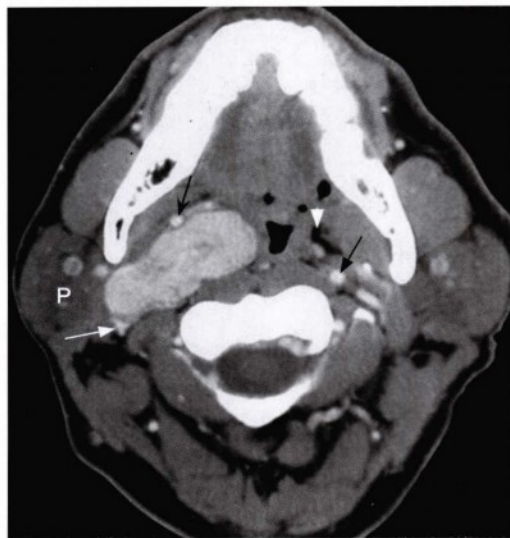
口咽层面的轴位增强CT图像，显示在颈动脉间隙内，在右侧颈内动脉（黑凹箭头，被推挤向前方）及颈内静脉（白直箭头，被推挤向后方）之间有一个巨大的强化病变。右侧咽旁脂肪组织消失（白无尾箭头标注为正常的左侧咽旁脂肪组织）。病变与腮腺（P）之间的界限非常清晰，表明腮腺尚未受累。左侧颈内动脉位置正常（黑直箭头）。
